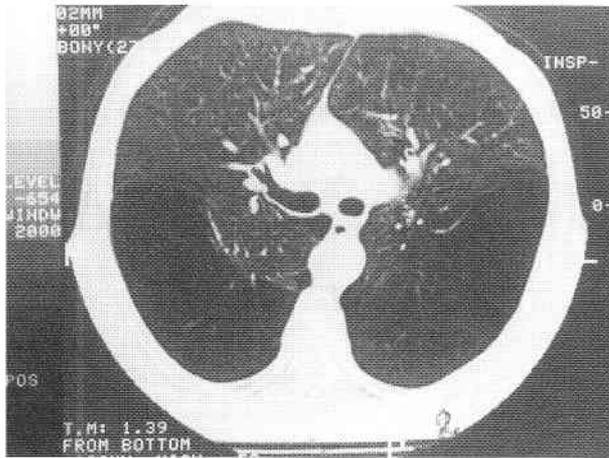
Tomografía de tórax de alta resolución. Corte a la altura de la carina que muestra extenso enfisema bilateral en campos posteriores contrastando con el parenquima conservado de regiones anteriores.
